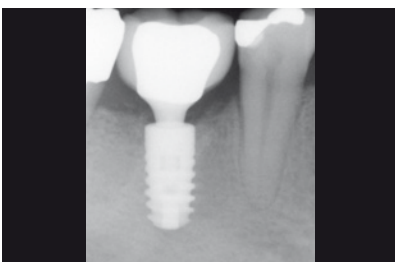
Radiografia dopo la cementazione della corona per verificare il cemento in eccesso.
